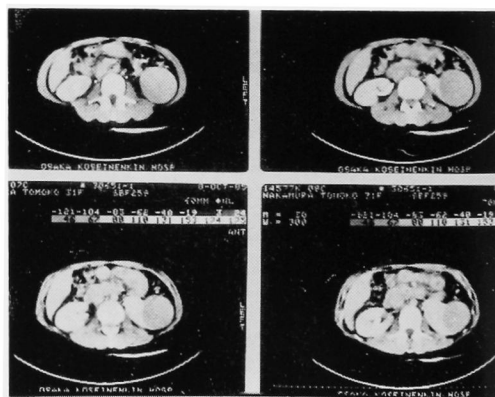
CT reveals homogeneous enhancement of the left renal tumor.
